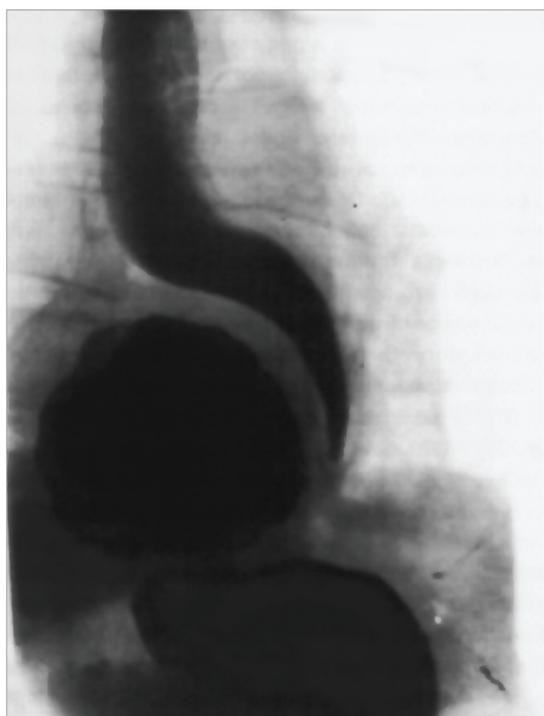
Рентгенограмма. Параэзофагеальная ГПОД (по Я.Г. Колкину с соавт., 1996)
